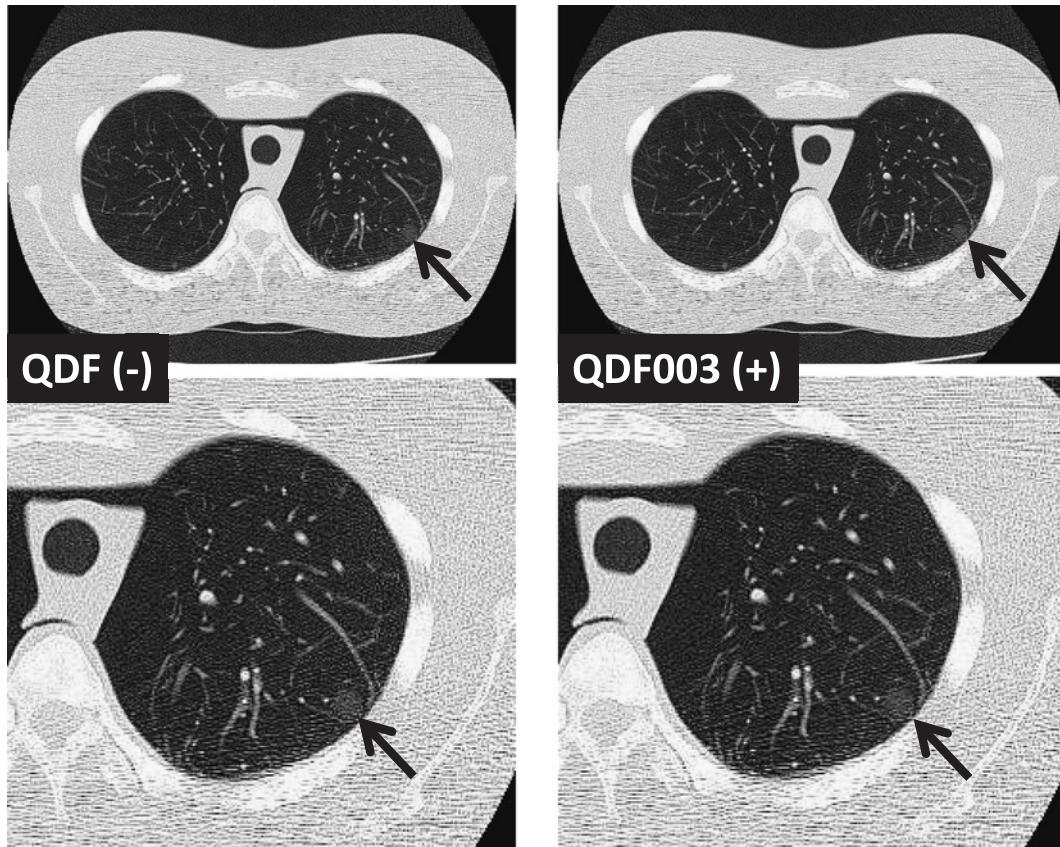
Changes of the lung phantom CT images by the quantum denoising filter (QDF).
